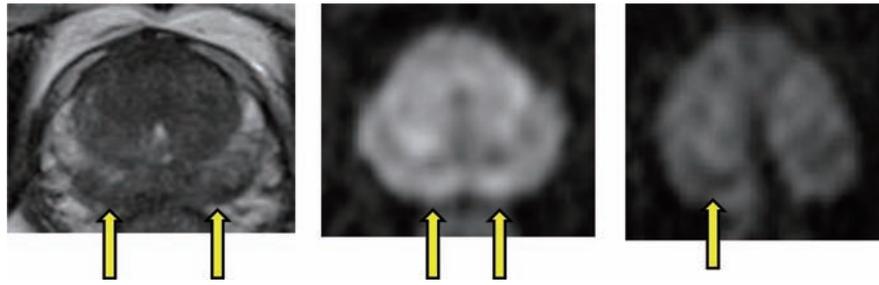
MRI. (左: T2WI), (中: DWI), (右: ADC) Hyperplasia is found in the TZ region. There are findings suspected of cancer in the PZ region on both sides on T2WI and DWI. The right PZ region showed low signal area on ADC.
